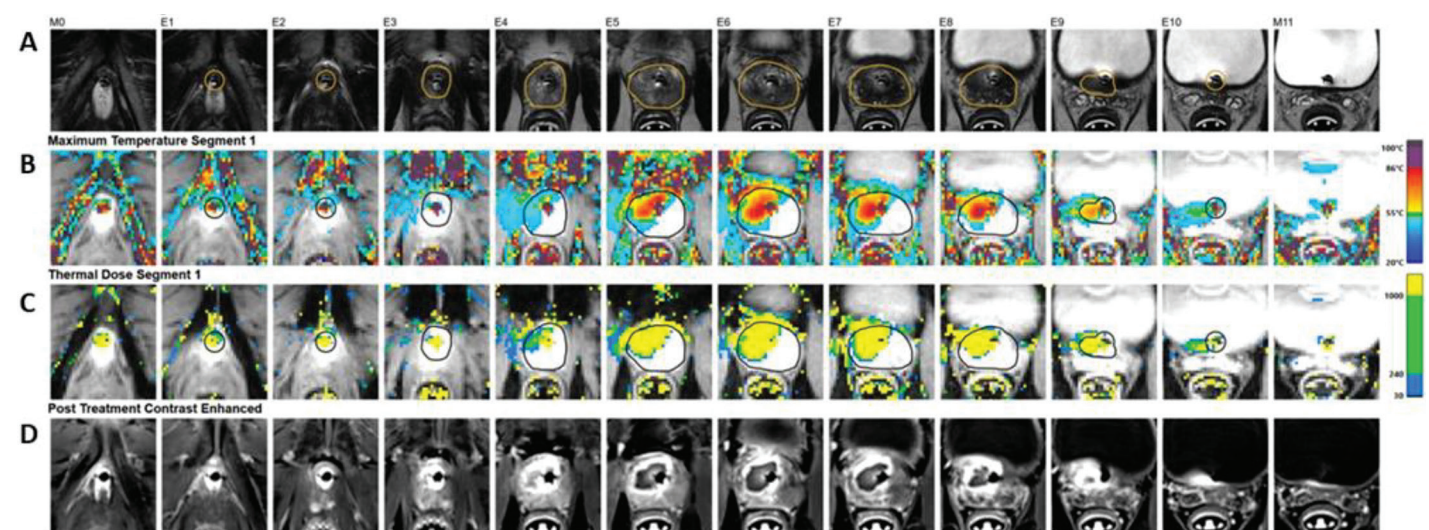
Varón de 49 años con PSA 6,3 ng/mL, 30 cc de próstata, Prostate Imaging Reporting & Data System 5, lesión en la zona de transición anterior derecha, glándula media derecha a base. Biopsia de fusión transperineal: enfermedad de grado del grupo 2 solo en la región de interés. Función eréctil normal, síntomas leves del tracto urinario inferior. Ablación focal 9 en punto a 1 en punto. A, Imágenes de planificación del tratamiento de la zona de ablación focal que respeta el ápice, haces neurovasculares. B, Mapa de temperatura máxima que demuestra una excelente cobertura de temperatura en la zona de ablación. C, Mapa de dosis térmica que demuestra la concordancia de la dosis térmica efectiva y las temperaturas máximas. D, Imágenes de resonancia magnética realizada con contraste posteriores al tratamiento que confirman la zona de ablación.
